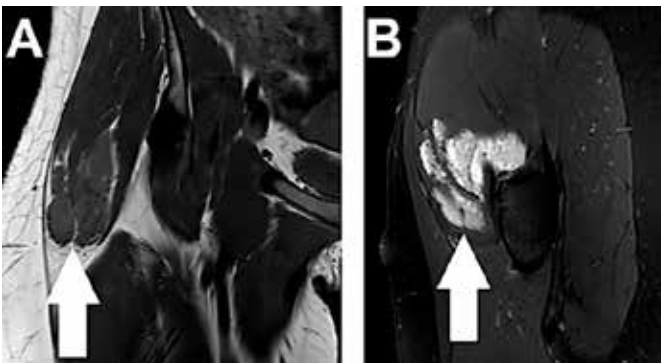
Em A, RM no corte coronal na sequência T1 e em B a RM no corte sagital na sequência T2 SPIR demonstram formação expansiva irregular intramuscular no glúteo médio direito (seta branca).
